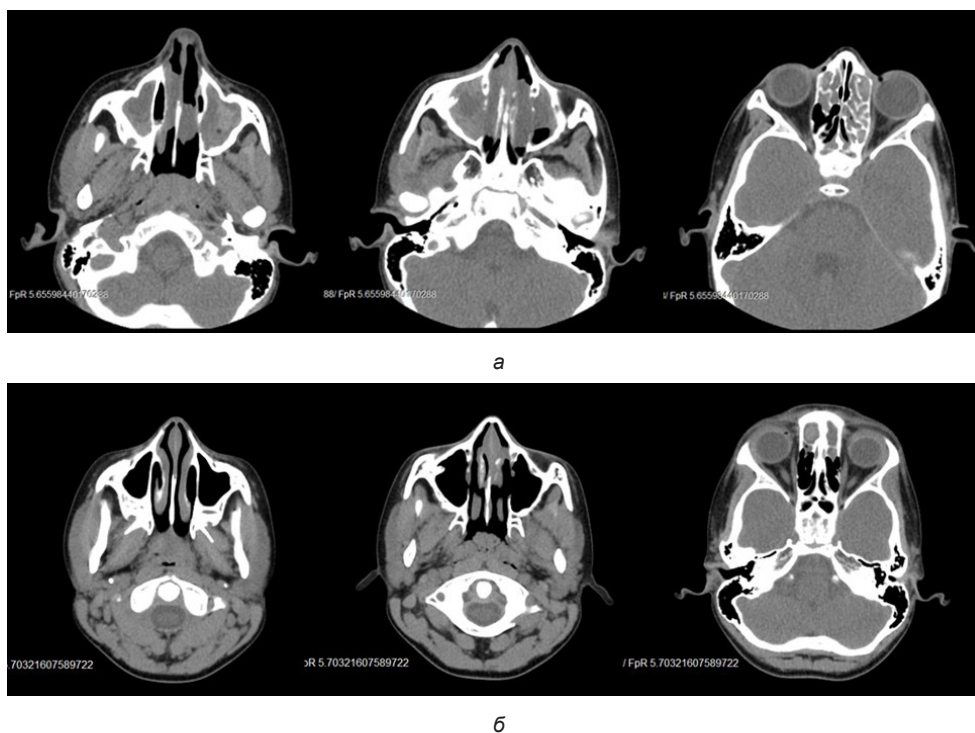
Компьютерные томограммы придаточных пазух носа (аксиальная проекция) при таргетной терапии пациента К.: а – до начала; б – через 12 мес
